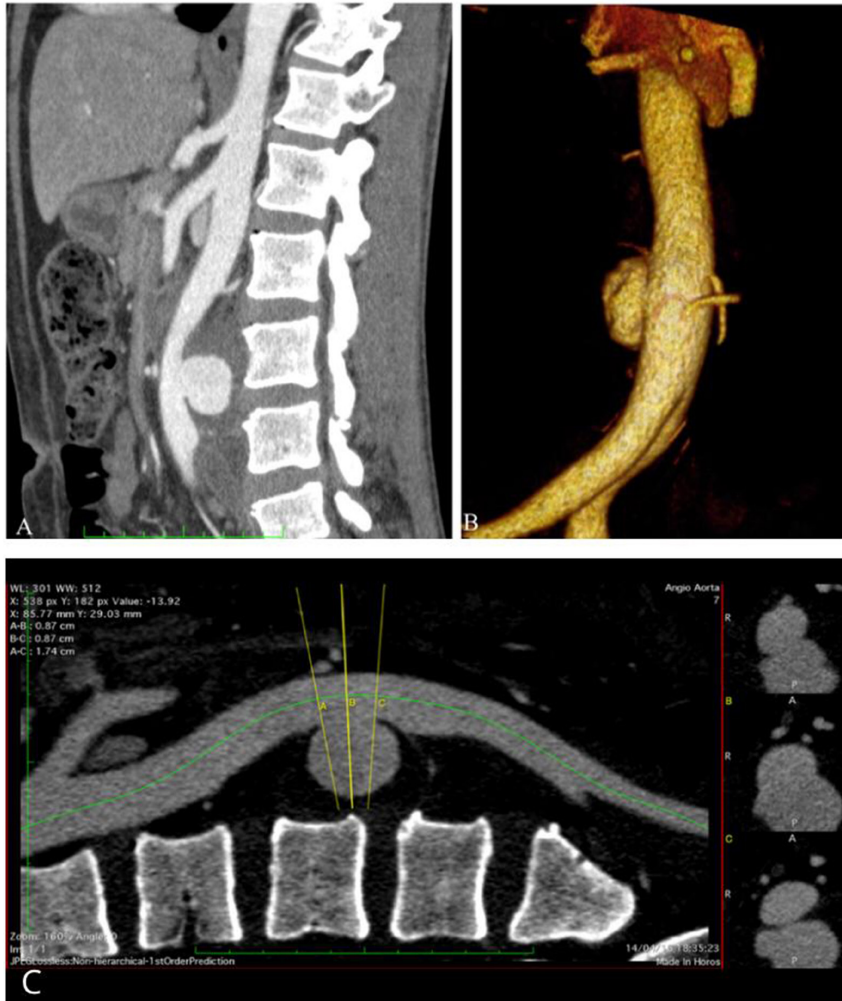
(A) Sagittal image from angiotomography of the abdominal aorta, showing large volume posterior saccular aneurysm; (B) Volumetric angiotomography reconstruction, showing large volume posterior saccular aneurysm; (C) Sagittal angiotomography image of the abdominal aorta, showing aneurysm neck and dimensions.
